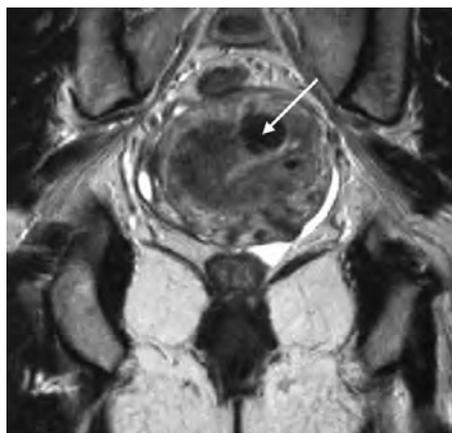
Миома матки (стрелка). МРТ
